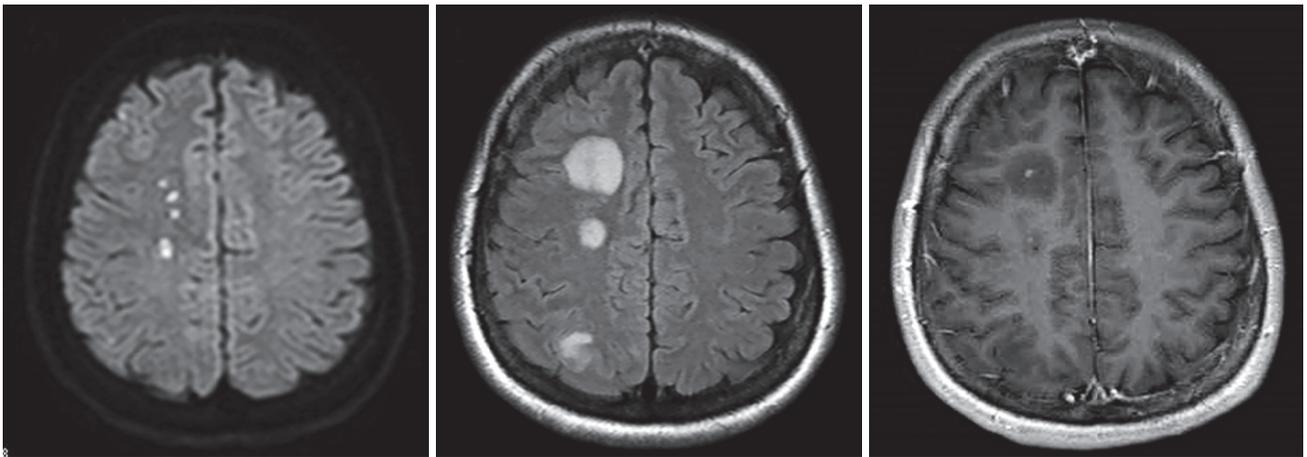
図 自験例。右前大脳動脈瘤に対するコイル塞栓術後4日目のMRI拡散強調像(A)にて、右大脳半球白質に多発する微小梗塞を認めた。3週間後に撮像されたMRIでは梗塞域とその周囲にFLAIR(B)での信号上昇と、中心部の微小な造影効果(C)を認めた。異物塞栓に伴う肉芽腫性炎症と考え、ステロイドパルス治療を行ったが、その後の画像所見は寛解と増悪を繰り返した。
